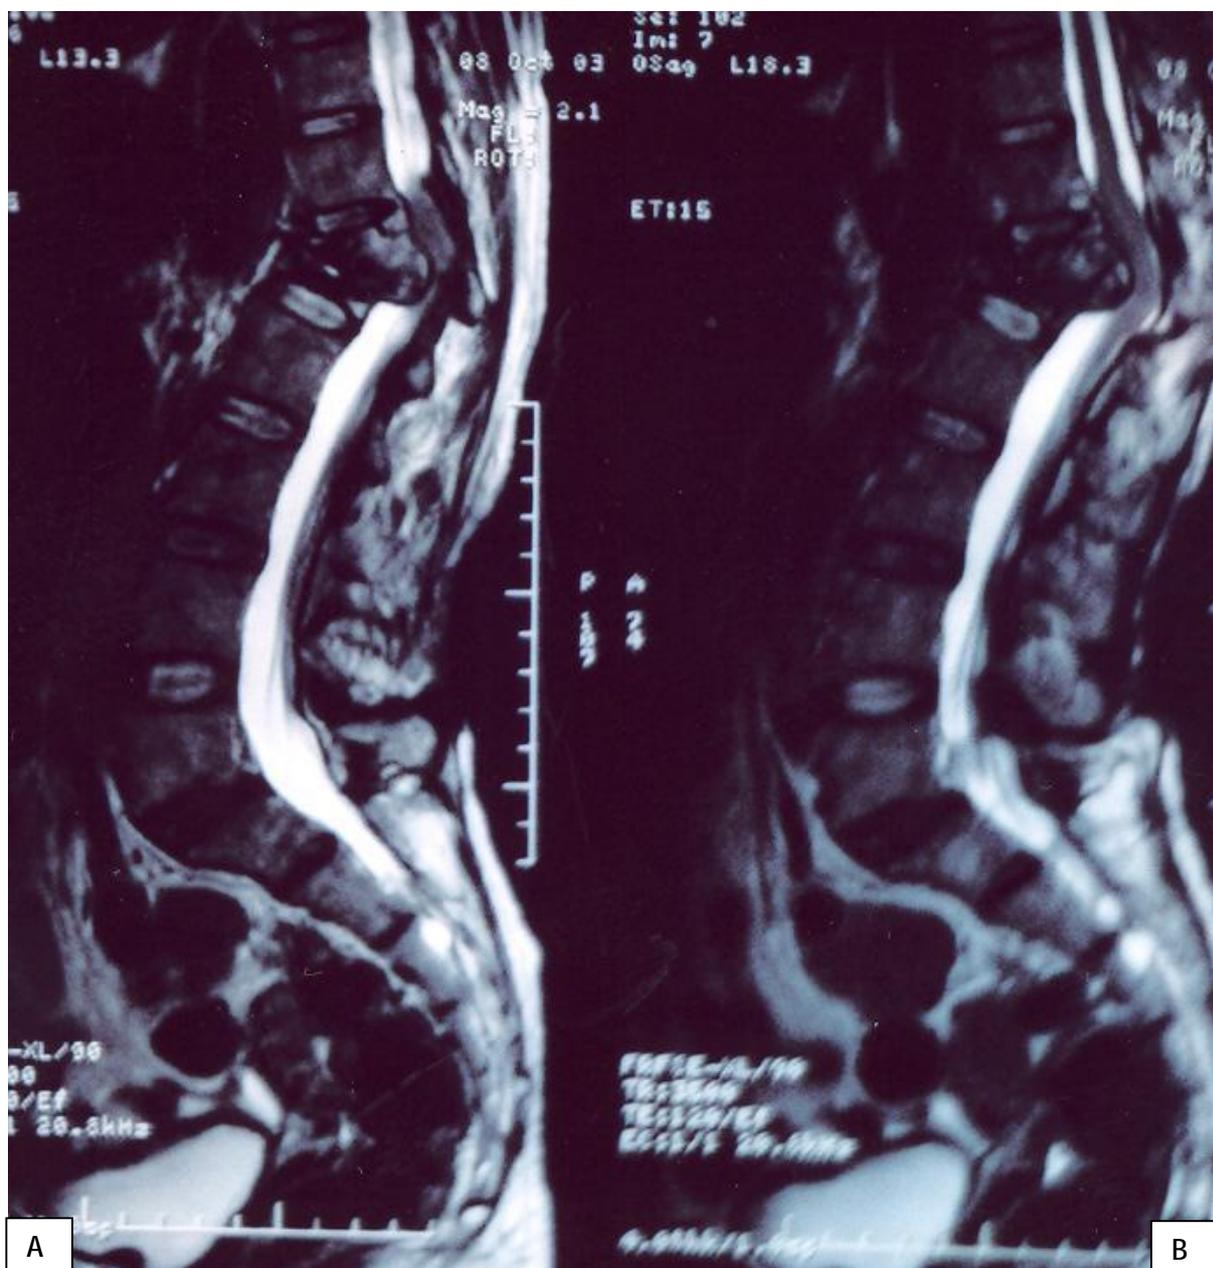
IRM du rachis thoraco-lombaire en séquence T2 montrant un aspect de spondylodiscite T12 L1 avec forte compression médullaire et déformation rachidienne en cyphose.
